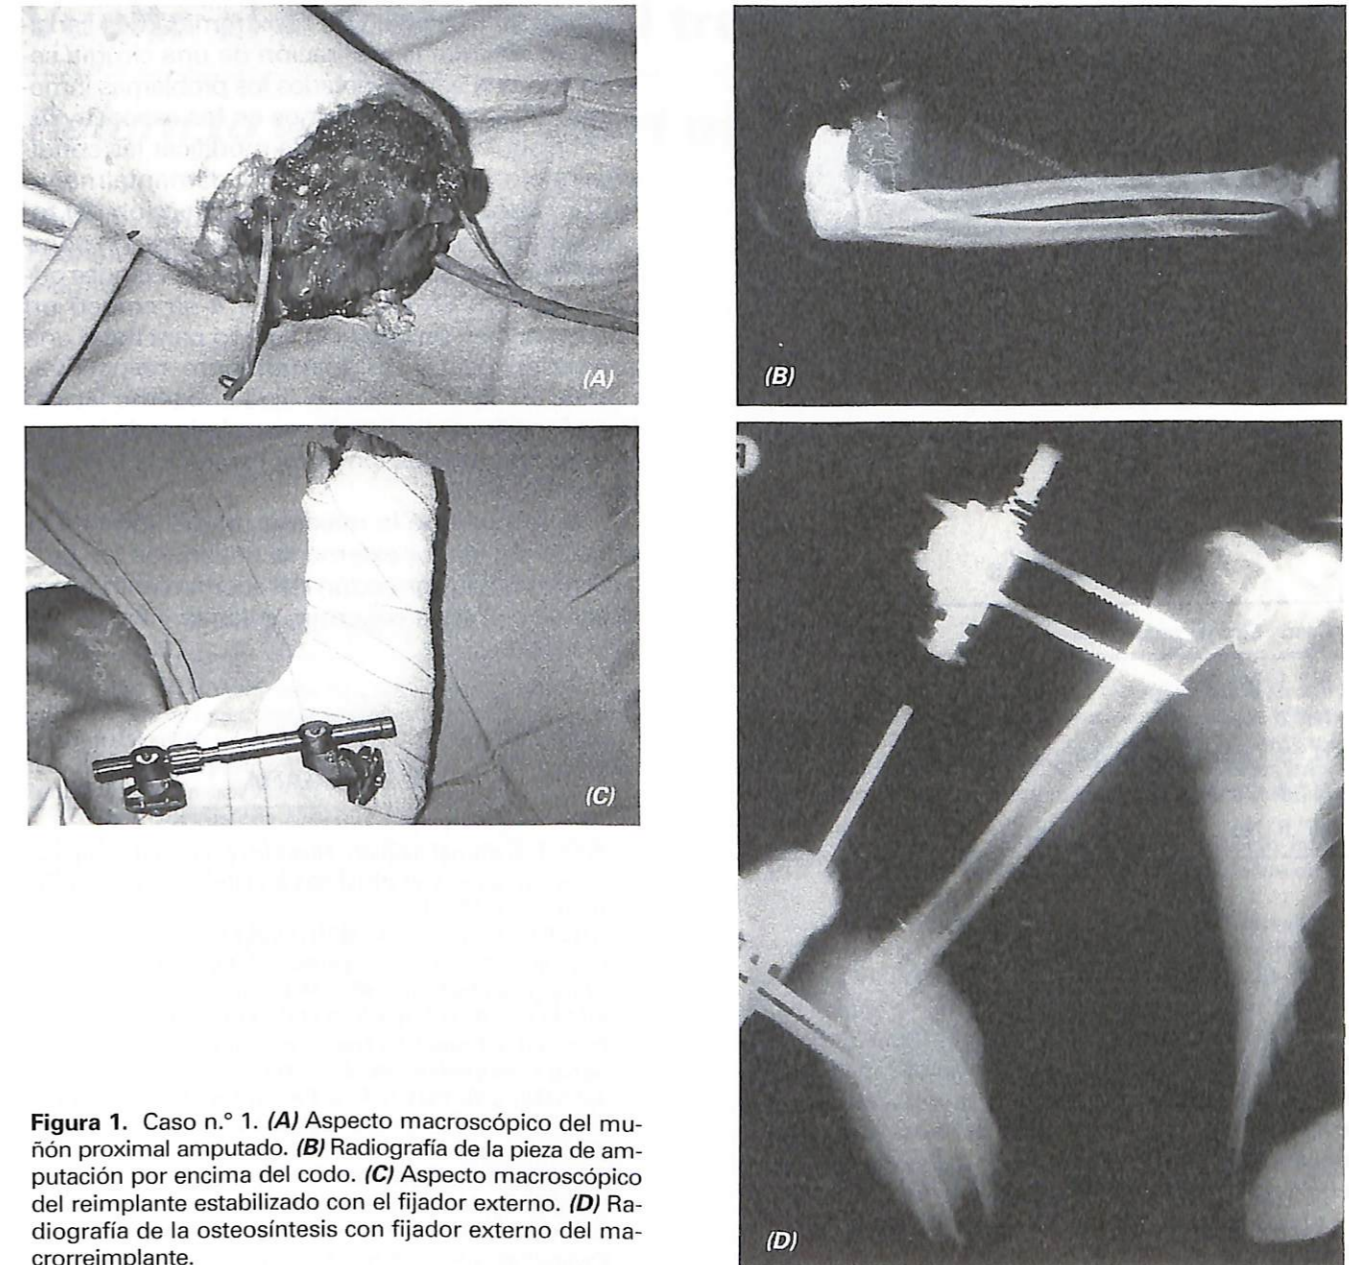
Caso n.º 1. (A) Aspecto macroscópico del muñón proximal amputado. (B) Radiografía de la pieza de amputación por encima del codo. (C) Aspecto macroscópico del reimplante estabilizado con el fijador externo. (D) Radiografía de la osteosíntesis con fijador externo del macroreimplante.
